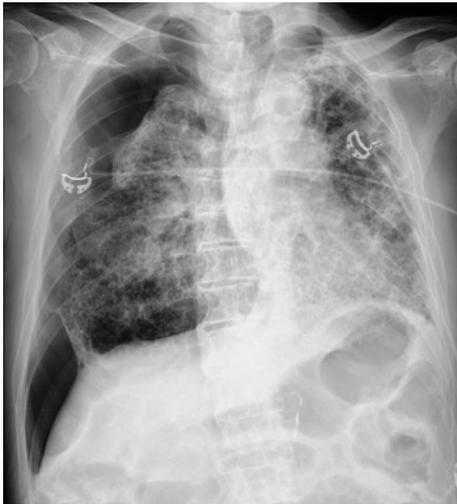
入院時の胸部X線写真。両側の気胸（虚脱度は右Ⅱ度、左Ⅰ度）と縦隔の左方偏位を認める。
